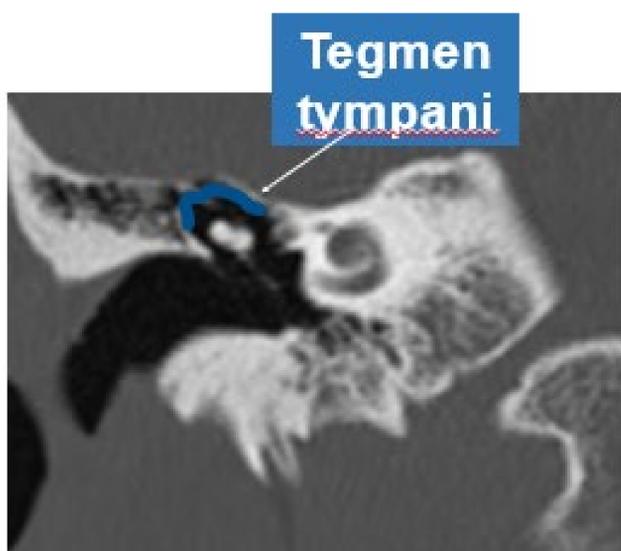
Imagen de TC en plano coronal del oído. Se señala (azul) el techo de la cavidad timpánica.
